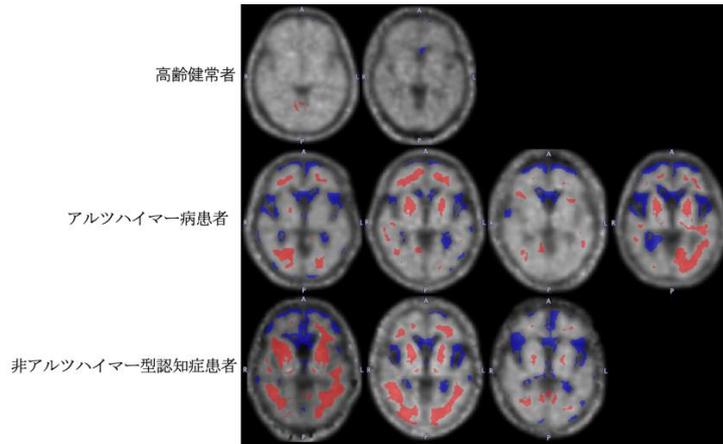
高齢健常者および認知症患者における $[^{11}\text{C}]\text{NCGG401}$ PETの分布容積(全脳正規化)の変化。若年健常者の局所分布容積値の分布より2SD以上高い領域を赤、低い領域を青で示す。
